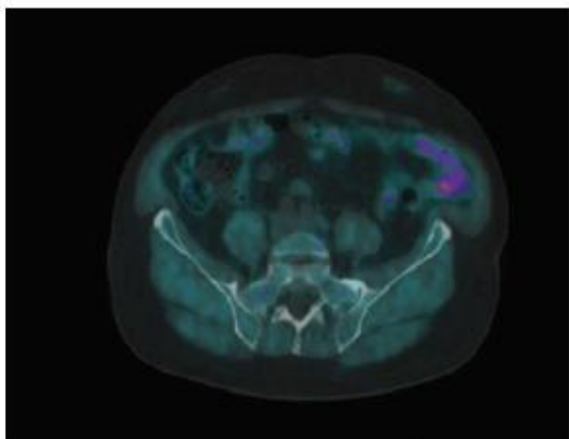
Patient KW, 68 yo, PET imaging with ^{18}F -choline.
